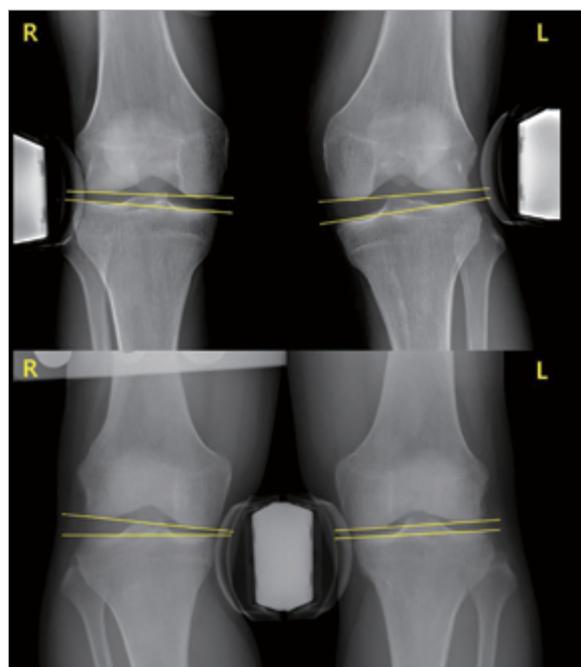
내반 및 외반 스트레스 방사선 촬영 사진.
